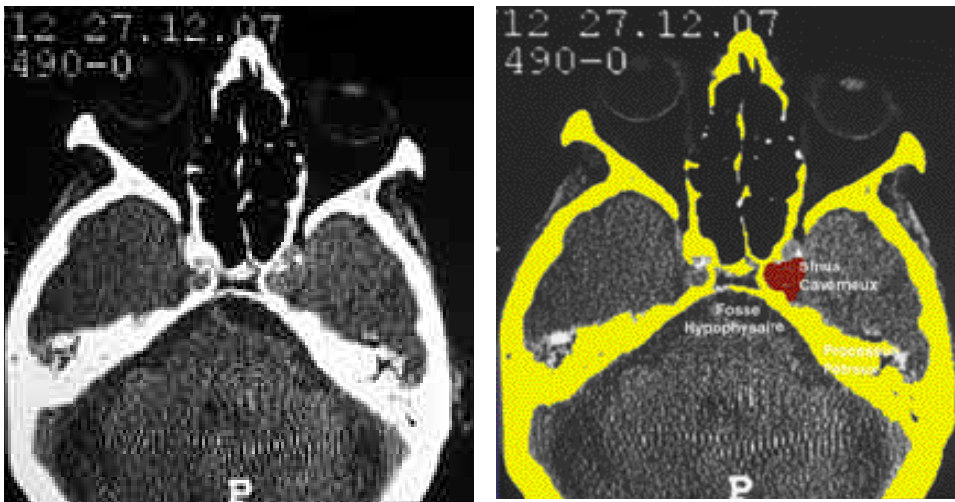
Coupes axiales TDM de la fosse cérébrale moyenne
